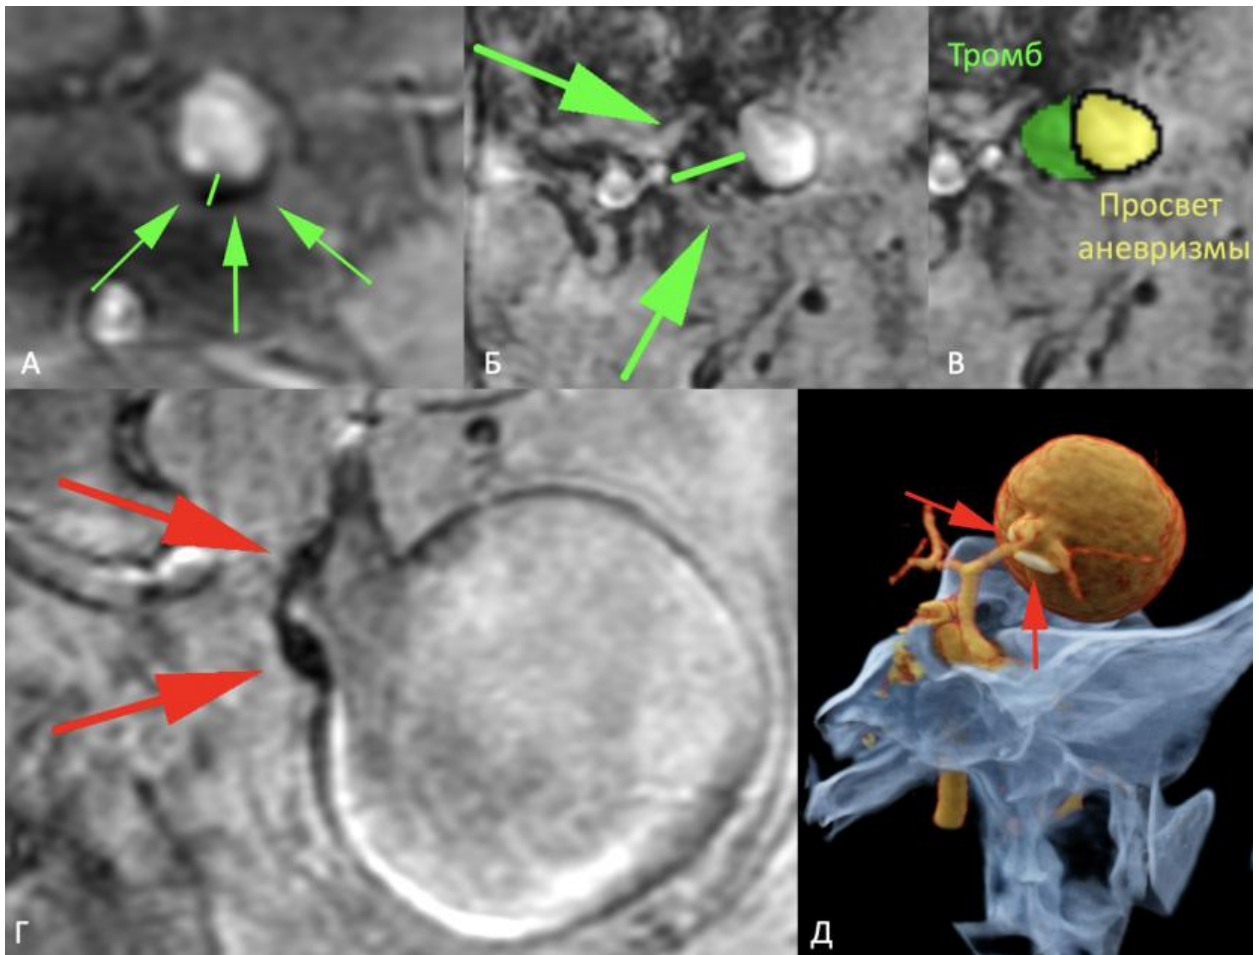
Примеры изображений мешотчатых аневризм в режиме SWAN (А-Г) и объемная реконструкция КТ-АГ (Д). А – неразорвавшаяся интракраниальная аневризма развилки левой ВСА с диффузным неравномерным утолщением и снижением МР-сигнала в проекции стенки аневризмы. Б, В – разорвавшаяся интракраниальная аневризма развилки левой ВСА с крупным участком снижения МР-сигнала в проекции стенки аневризмы. Г, Д — гигантская неразорвавшаяся ИА левой СМА с крупными кальцитами в области шейки, что подтверждено по КТ-АГ
